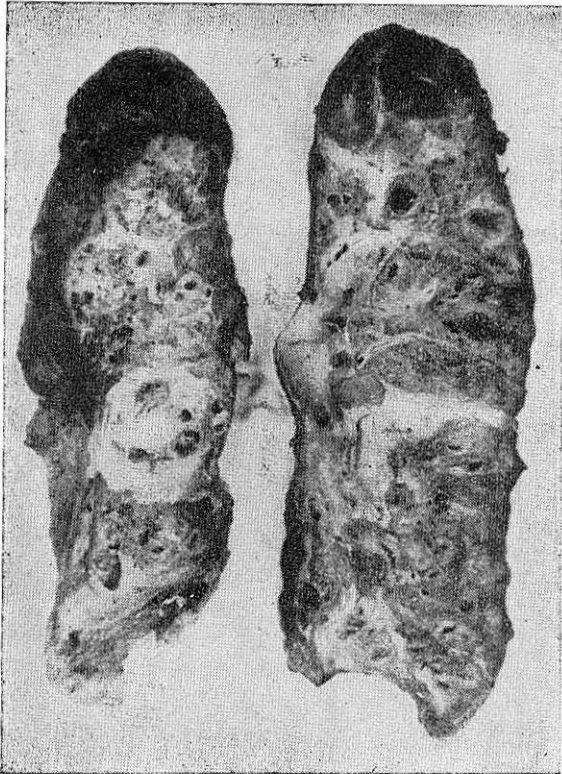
Neumonectomía derecha por pulmón poliúístico. Al corte encontramos una aplasia del lóbulo medio pieza correspondiente a la radiografía de la figura 36.
